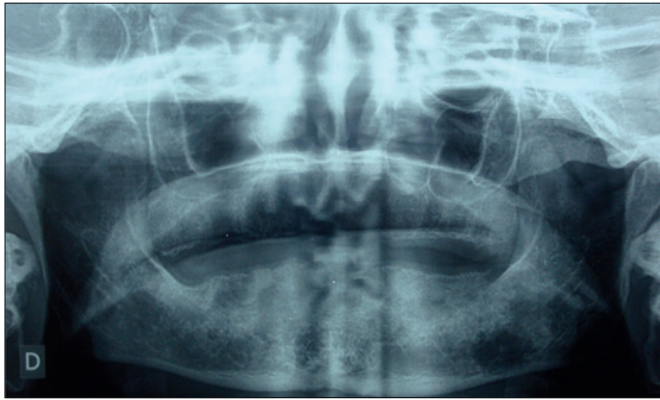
Radiographie panoramique pré-opératoire : lacune mandibulaire irrégulière de la branche horizontale gauche.
